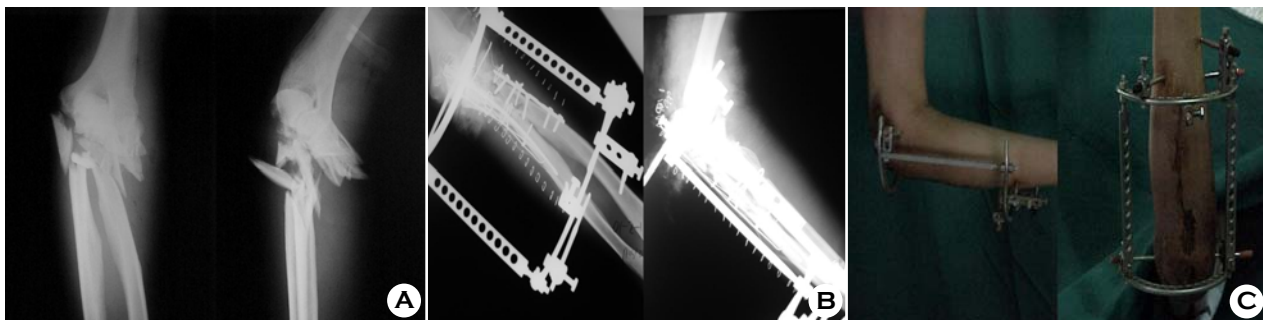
(A) Anteroposterior and lateral radiographs of the elbow of 59 years old man who had direct crushing injury, show proximal radioulnar comminuted open fractures.
